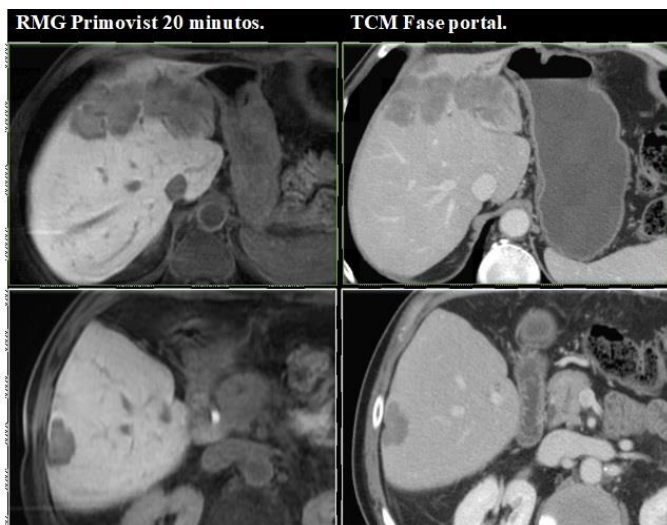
Imágenes comparativas de metástasis detectadas mediante resonancia magnética con contraste hepatoespecífico (RMG) y tomografía en fase portal (TCM), es este caso las diferencias no fueron significativas.
